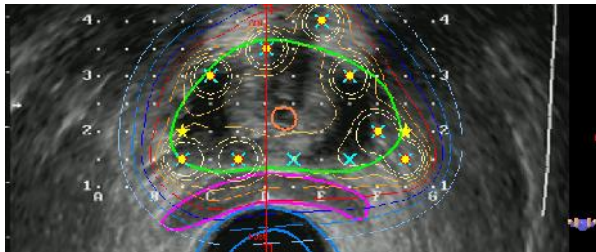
Contoh gambar menggunakan pencitraan USG
